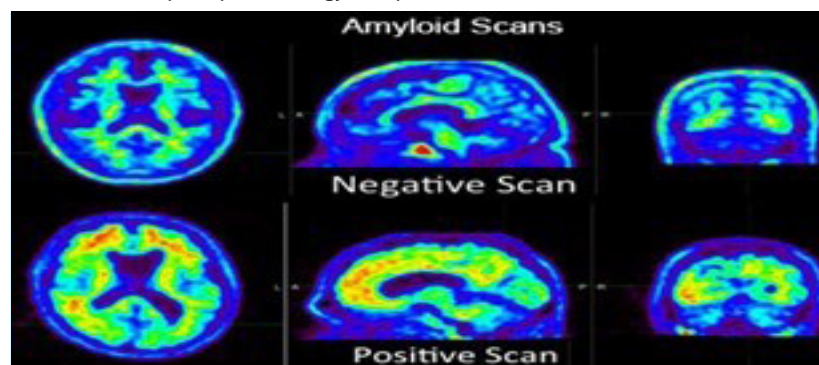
Ky imazh tregon një skanim PET të trurit me imazhe amiloide. Ai thekson shpërndarjen e pllakave amiloide, një biomarker kyç për sëmundjen e Alzheimerit. Zbulimi i hershëm i pllakave amiloide mund të ndihmojë në diagnostikimin e Alzheimerit në një fazë të hershme. (<https://radiology.ucsf.edu/patient-care/services/specialty-imaging/alzheimer>).
